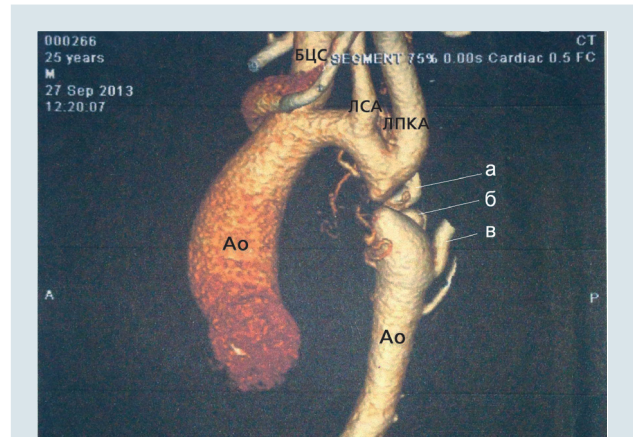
КТ-зображення (3D) дуги аорти з лівого боку (пояснення в тексті). БЦС – брахіоцефальний стовбур, Ao – аорта, ЛПКА – ліва підключична артерія, ЛСА – ліва сонна артерія
